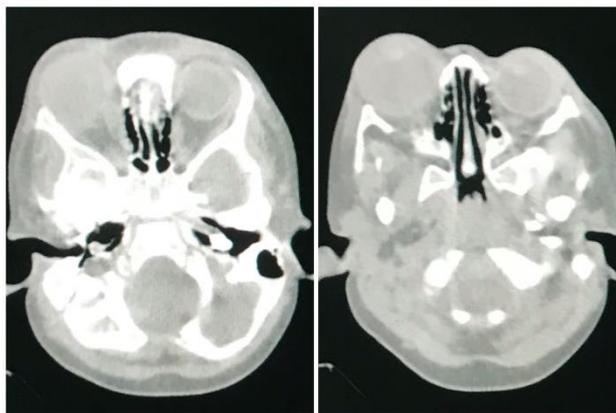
Resonancia Magnética simple de cráneo que muestra protrusión del globo ocular derecho, sin masa tumoral intraocular.
